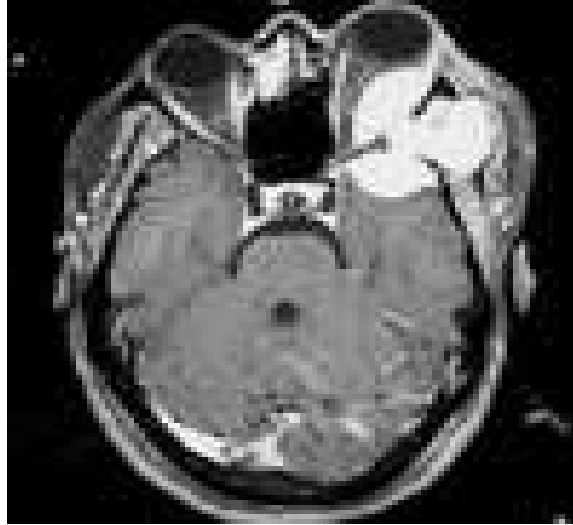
IMAGERIE PAR RESONANCE MAGNETIQUE, COUPE AXIALE ET EN PONDERATION T1 AVEC INJECTION DE GADOLINIUM, MONTRANT UNE PRISE DE CONTRASTE INTENSE. (notre patiente)
